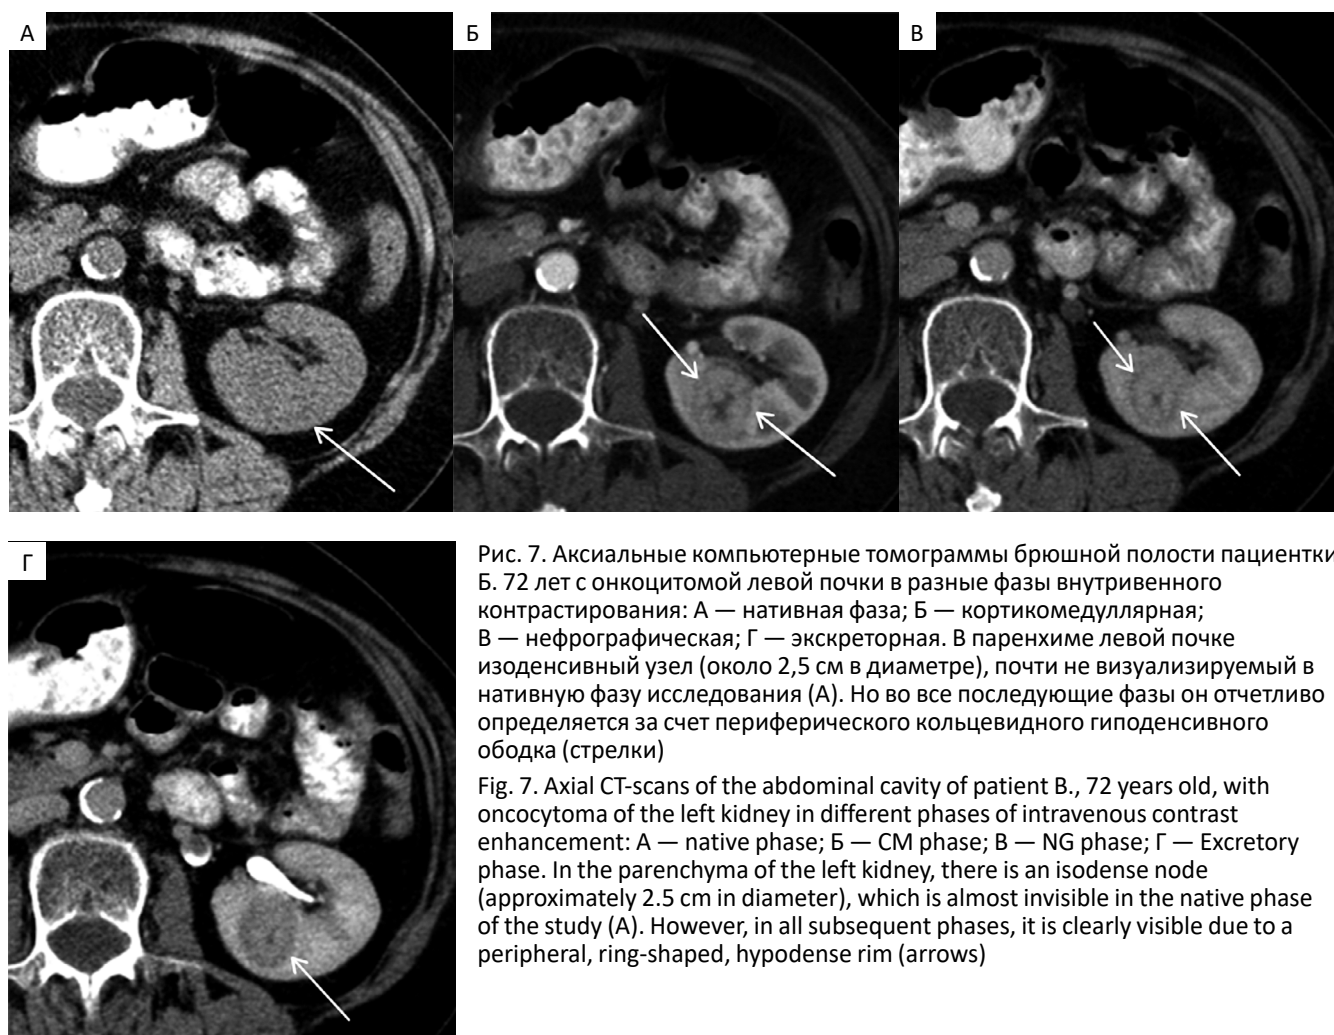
Аксиальные компьютерные томограммы брюшной полости пациентки Б. 72 лет с онкоцитомой левой почки в разные фазы внутривенного контрастирования: А — нативная фаза; Б — кортикомедуллярная; В — нефрографическая; Г — экскреторная. В паренхиме левой почки изоденсивный узел (около 2,5 см в диаметре), почти не визуализируемый в нативную фазу исследования (А). Но во все последующие фазы он отчетливо определяется за счет периферического кольцевидного гиподенсивного ободка (стрелки)
